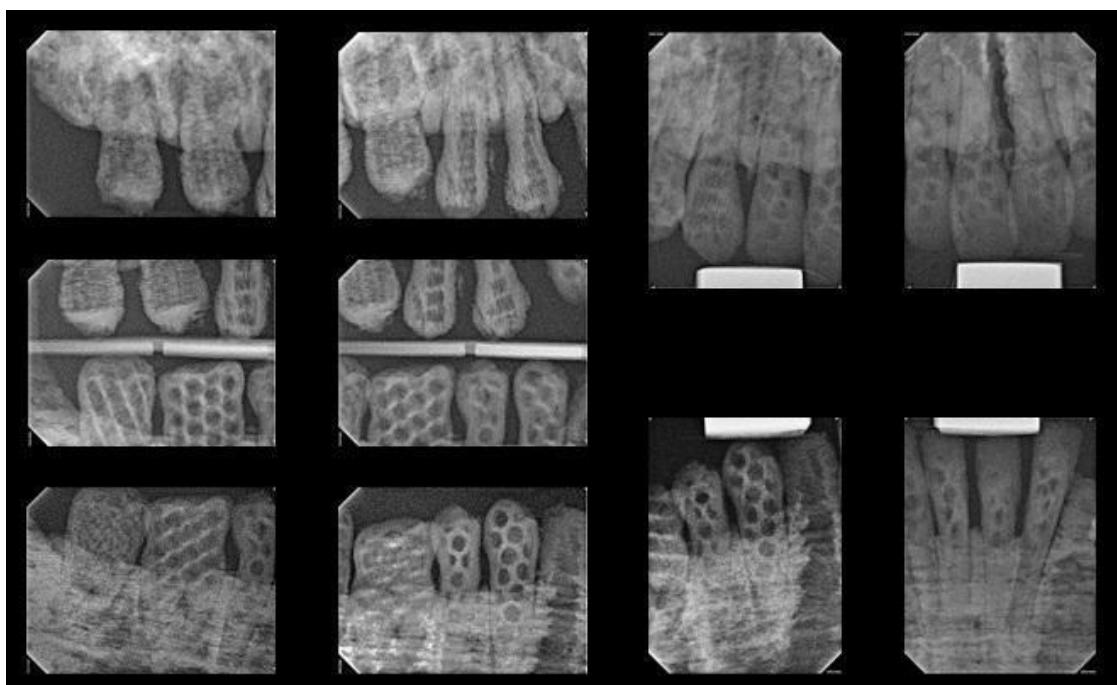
Radiographs projections obtained on the prototype.
